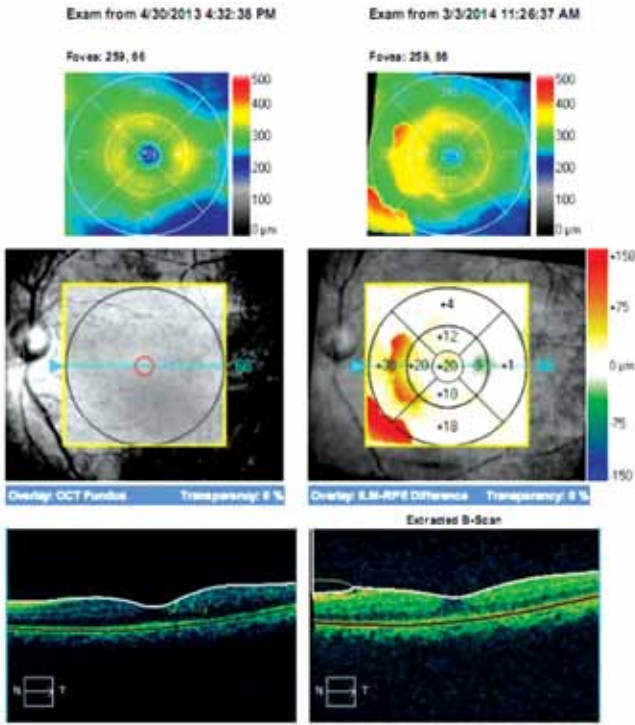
Sol gözün ilk muayenesinde elde edilen optik kohorens tomografi görüntüsü.
